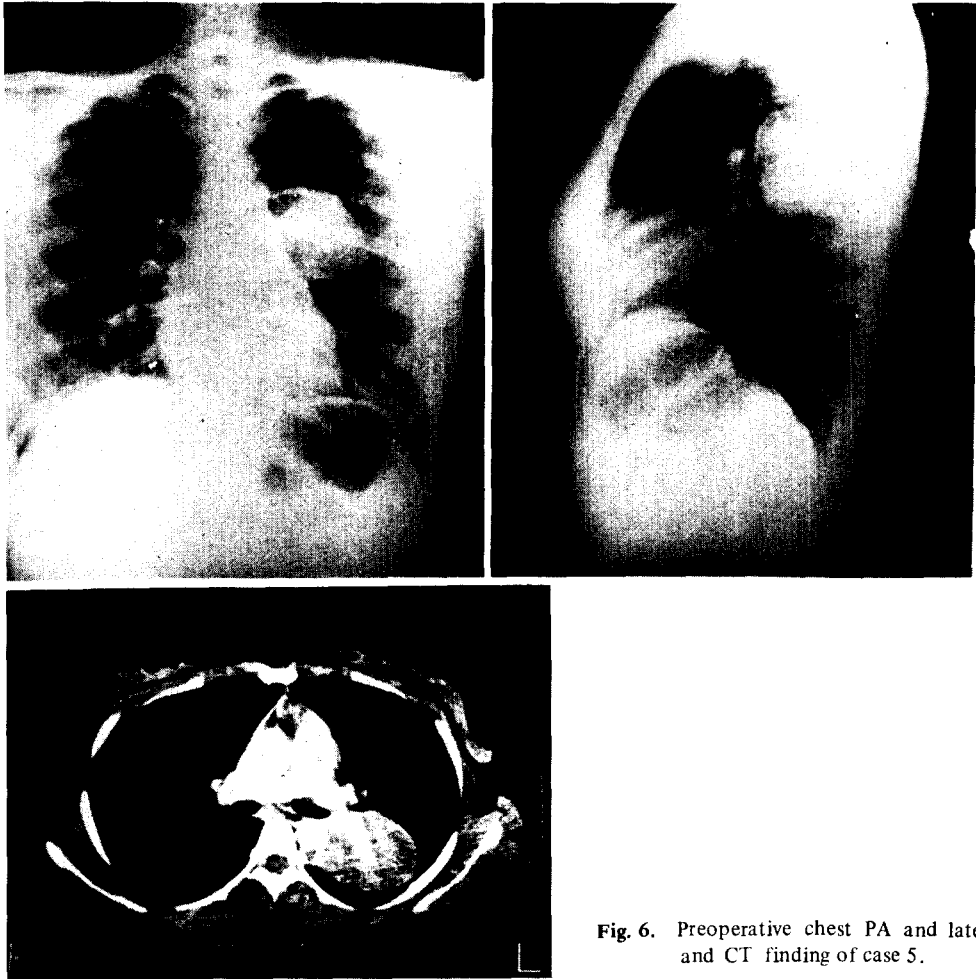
Preoperative chest PA and lateral view and CT finding of case 5.
